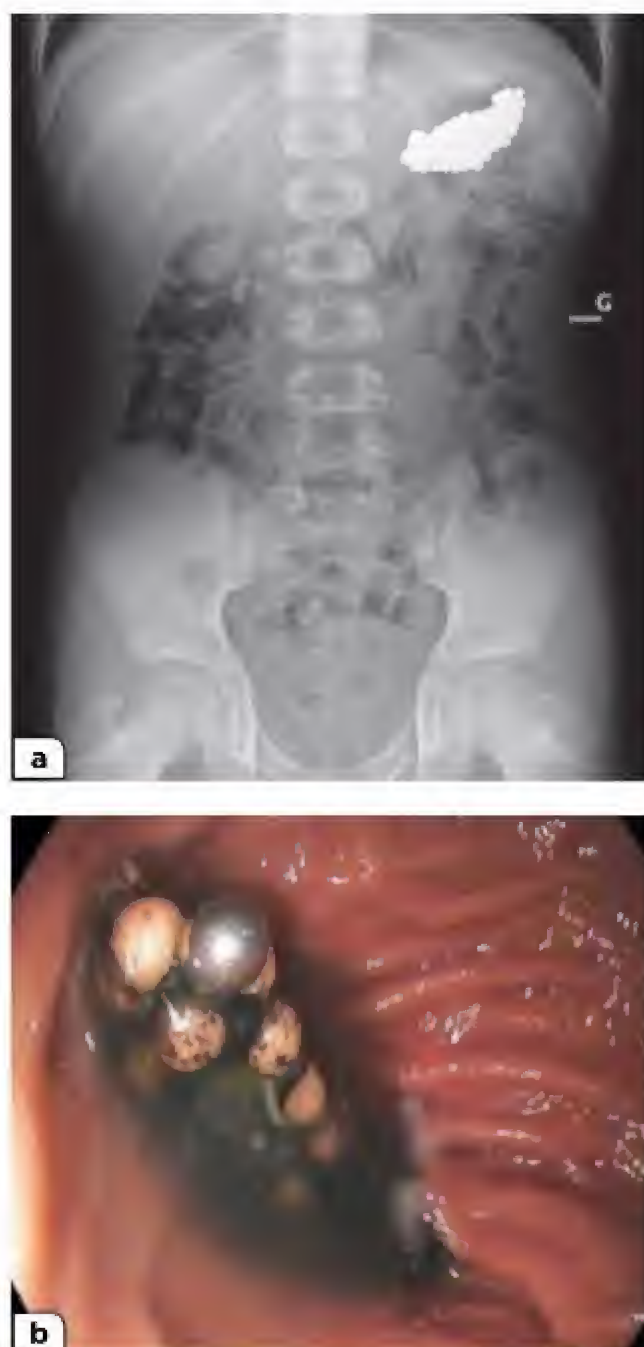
Impaction de plus d'une centaine de billes aimantées dans l'estomac. a : aspect radiographique ; b : aspect endoscopique.
